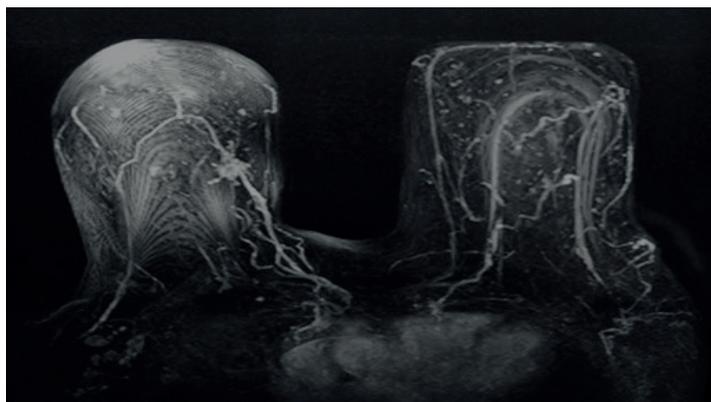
RMN mamaria bilateral
